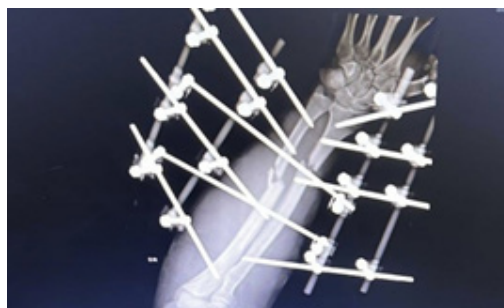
Radiografia de controle em antero-posterior realizada no pós-cirurgia;
